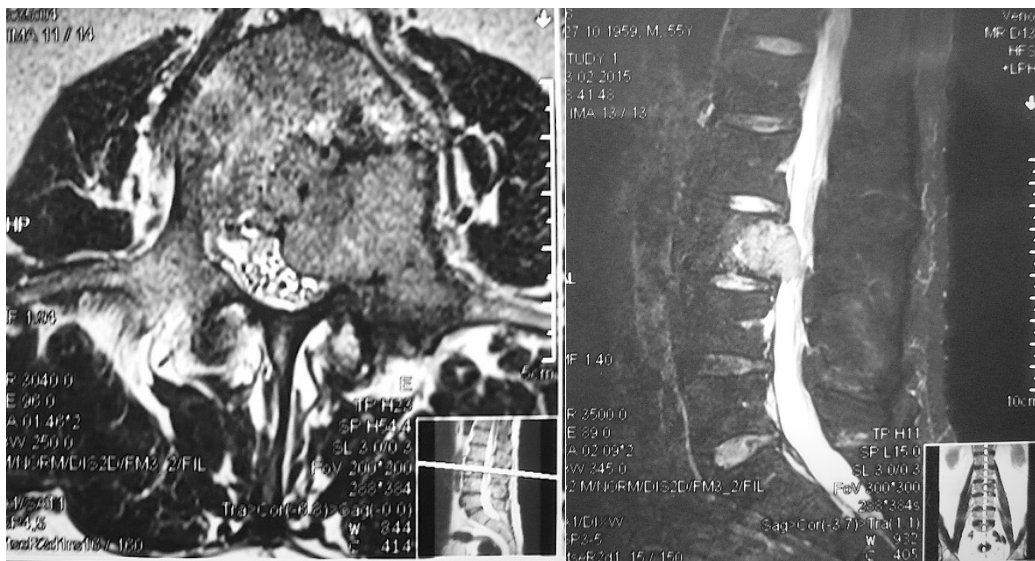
МРТ поясничного отдела позвоночника пациента Ш., 55 лет с метастатическим поражением L3 позвонка на фоне почечно-клеточного рака. Опухоль имеет поражение тела, ножки и дужки позвонка с интраканальным распространением (WBB: секторы 2-3-4-5-6, уровни В-С-Д)
